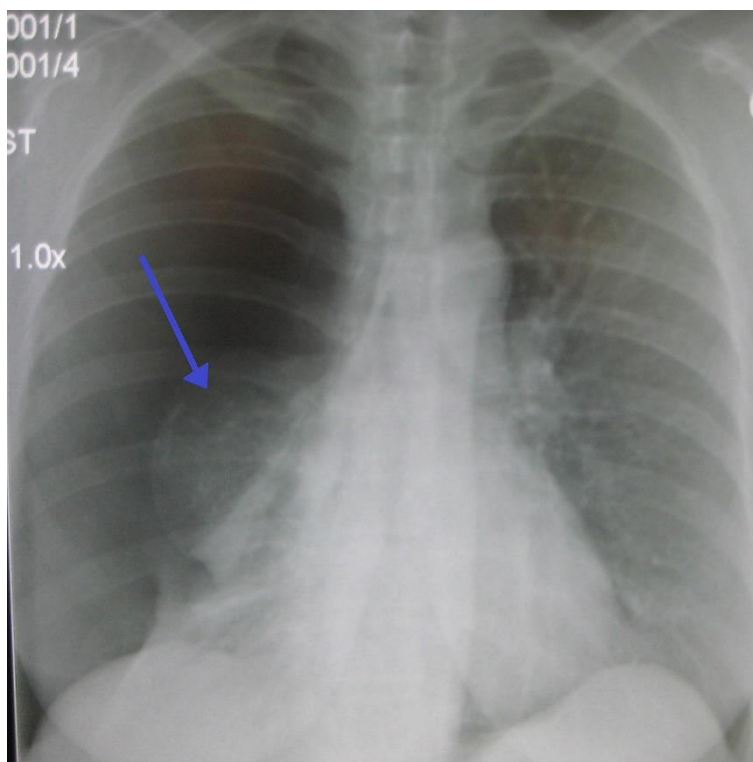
Рентгеновский снимок правостороннего спонтанного пневмоторакса (слева на изображении). Стрелкой указан край спавшегося легкого.
